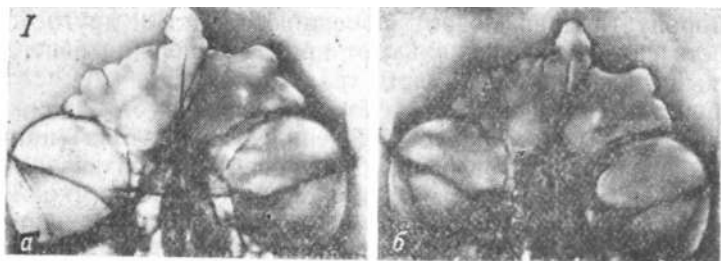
Сравнительное исследование, рентгенограмм (а —прижизненные рентгенограммы; б—посмертные рентгенограммы; в — схемы рентгенограмм)..
